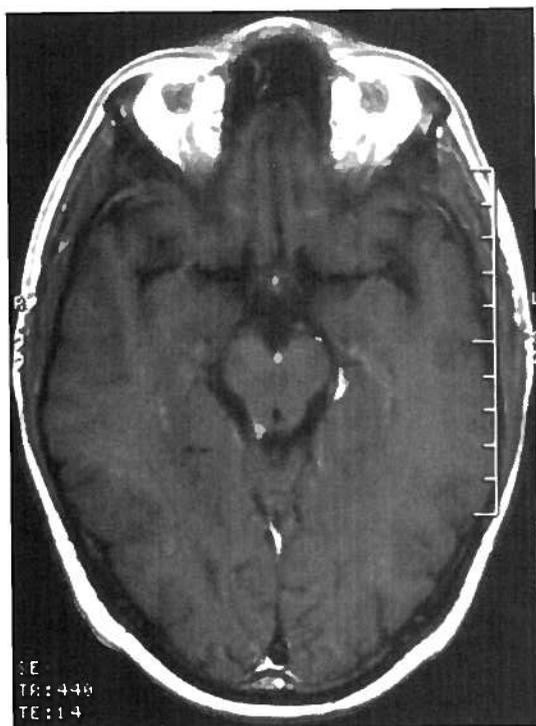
RM axial T1 com Gad. - Metástases a nível da cisterna interpeduncular, tubérculo quadrigémeo inferior direito e hipocampo esquerdo.
